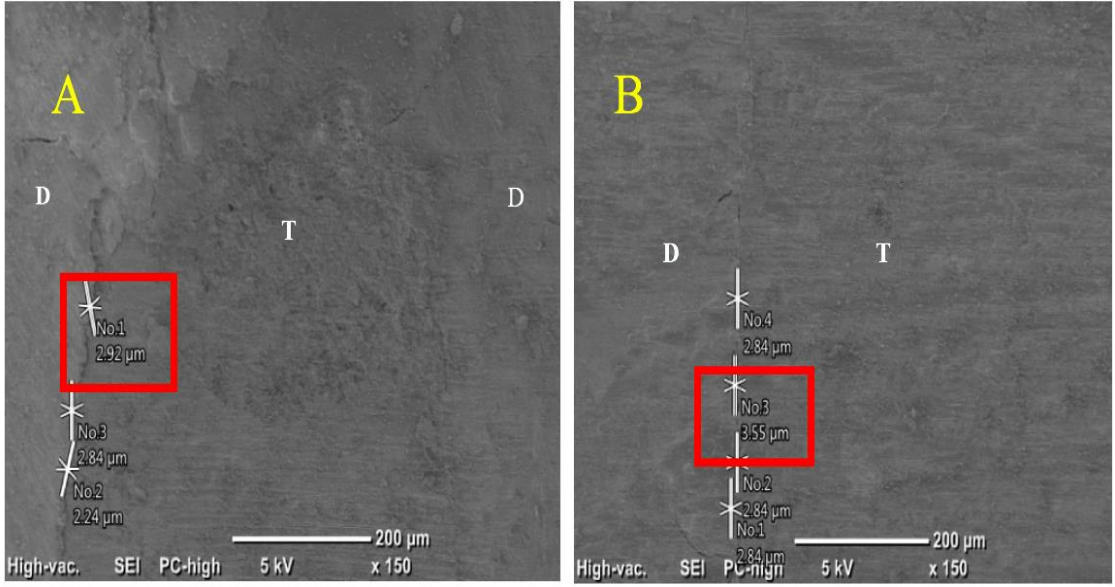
TotalFill ultrasonik ve lazer grupları x34 büyütme altındaki mikrograf örnekleri
